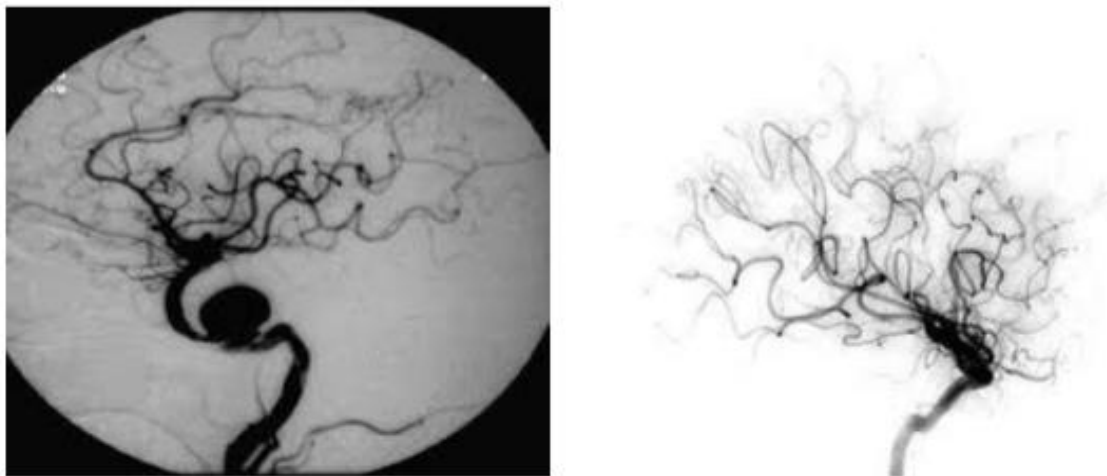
image IRM : à gauche anévrisme sacculaire, à droite anévrisme fusiforme
